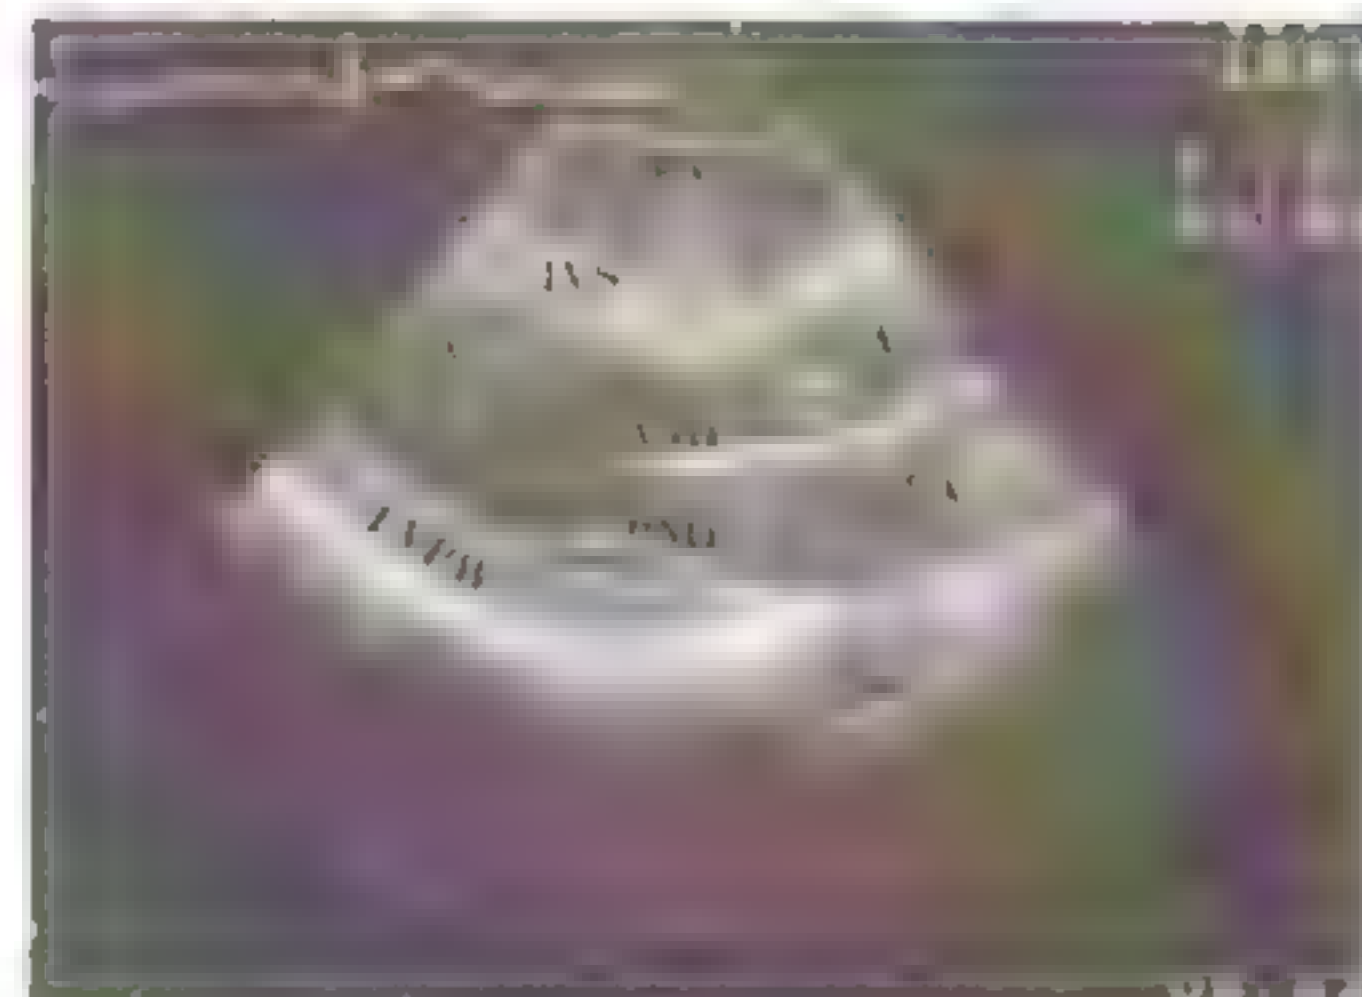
Aspect ecocardiografic normal
